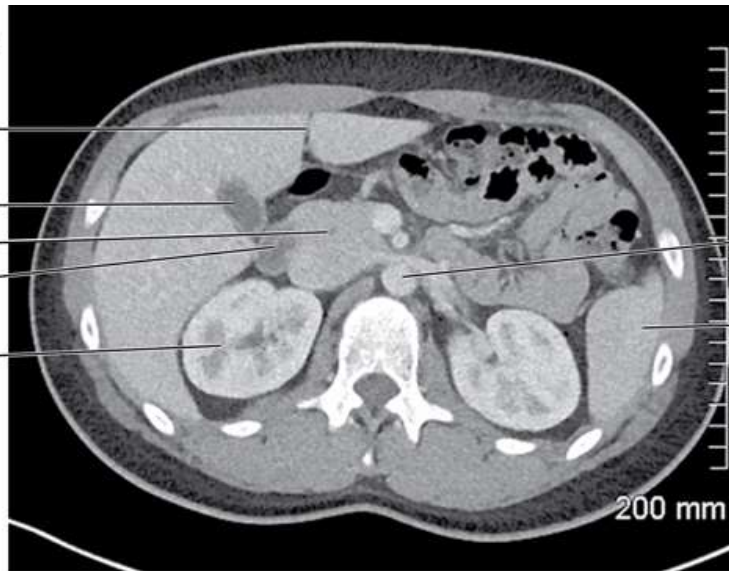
Imagem de TC transversal do abdome com realce por contraste intravenoso
